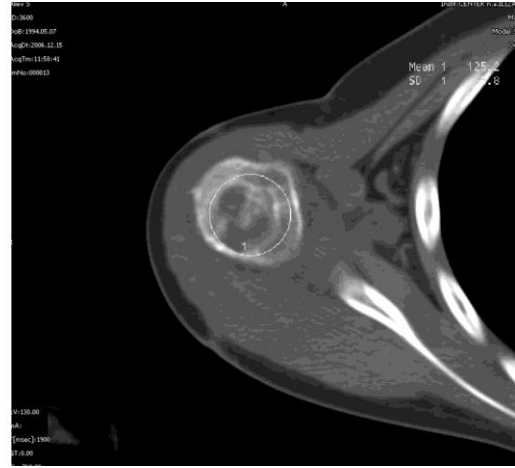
Компьютерная томограмма больного А., 12 лет. Аксиальный срез
